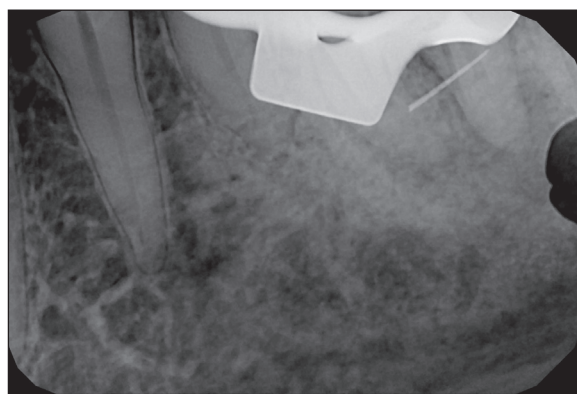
X-ray picture of tooth 36 before treatment. Visible fragment of a broken canal instrument.
